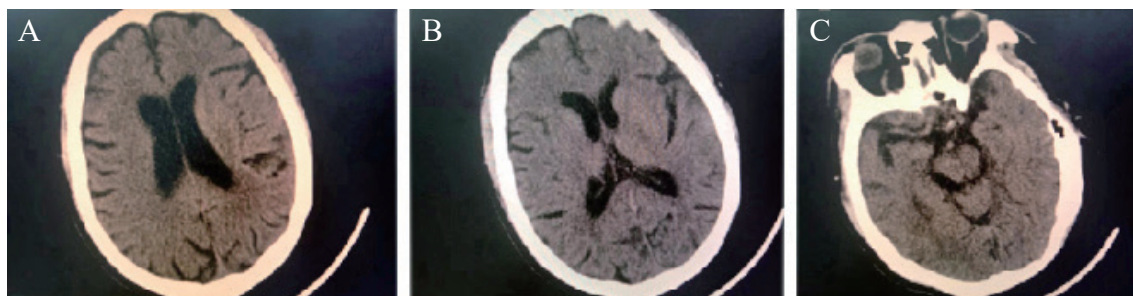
一例重度急性酒精戒断综合征患者的头部CT平扫
